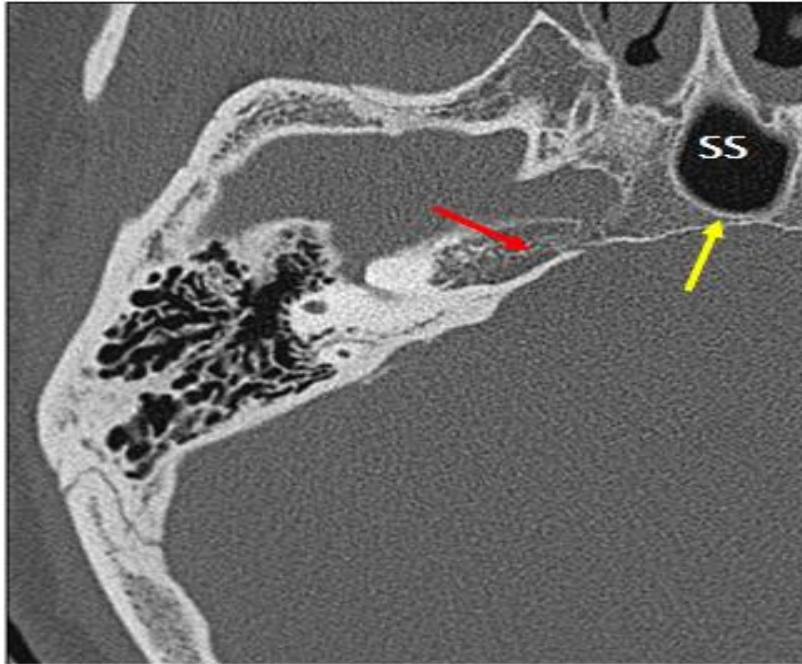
TDM des sinus C- montrant les rapports du sinus sphénoïdal(SS) avec le clivus (flèche jaune) et l'apex pétreux (flèche rouge).
